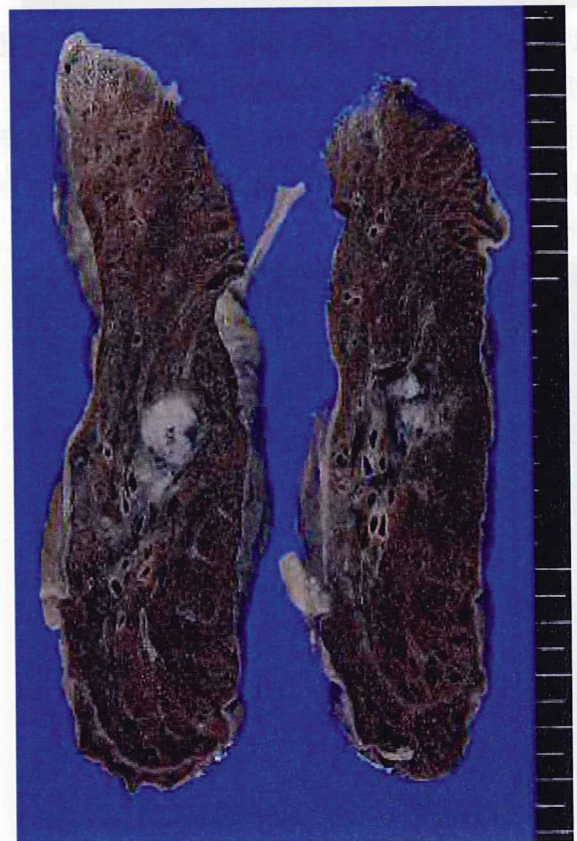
3 剖検肺 CT 相当断面。向かって左側の面が図 2 - 1 あるいは図 2 - 2 にのぼ相当している。この病変は結核であった。Ziehl-Neelsen 染色陽性桿菌が観察された。
